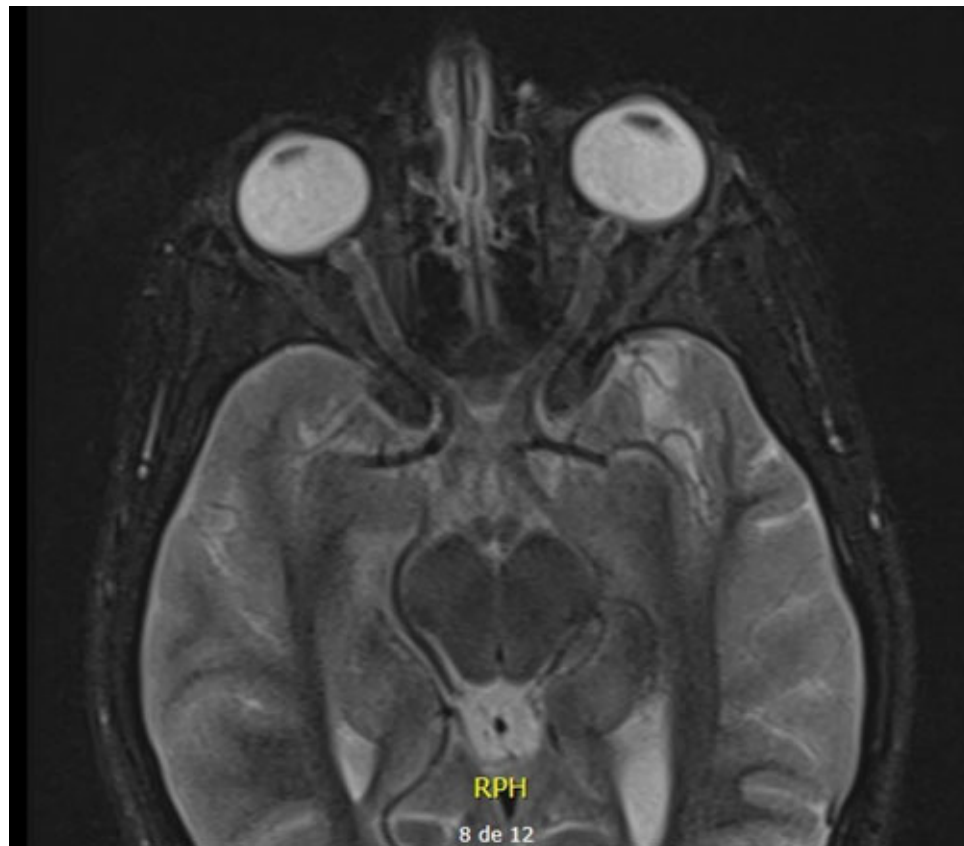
Resonancia magnética de órbitas T2 axial
